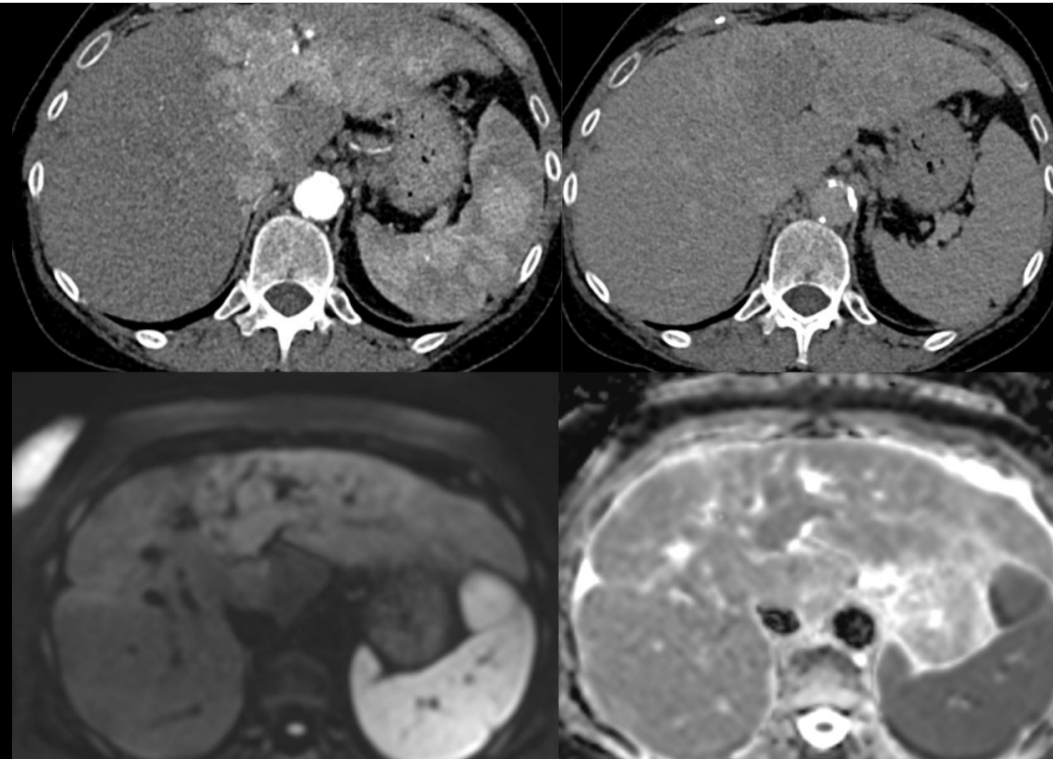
Categoría LR-TIV. TC con contraste en fase arterial (arriba izquierda) con captación de tumor en la vena porta izquierda y en fase venosa (arriba derecha) que muestra lavado. RM secuencia difusión (abajo izquierda) que muestra hiperintensidad de la lesión y ADC (abajo derecha) que muestra restricción.
